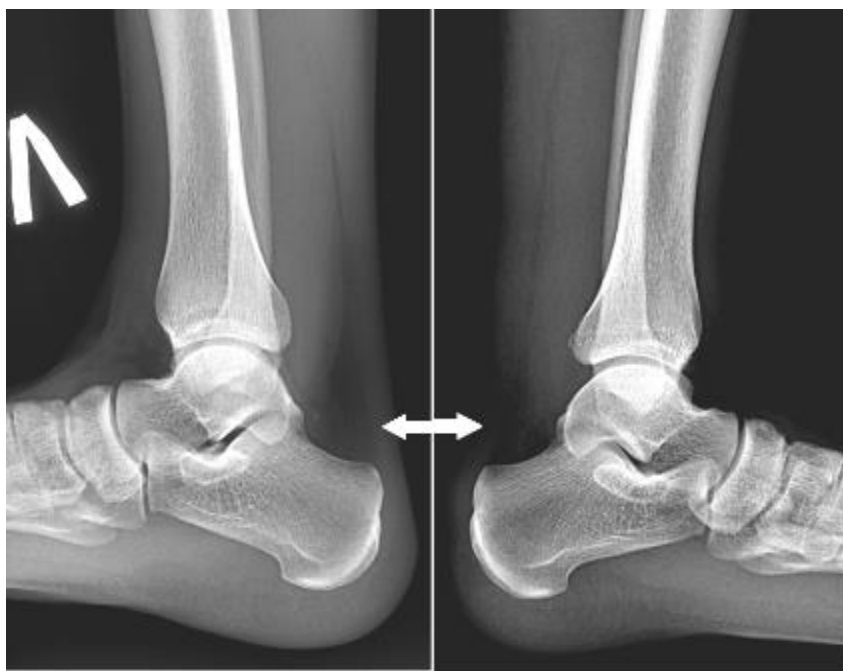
Рентгенограммы нижних конечностей пациента 3. (боковые проекции). Стрелкой отмечено изменение формы, размера и интенсивности треугольника Kager справа, что свидетельствует о повреждении ахиллова сухожилия.
